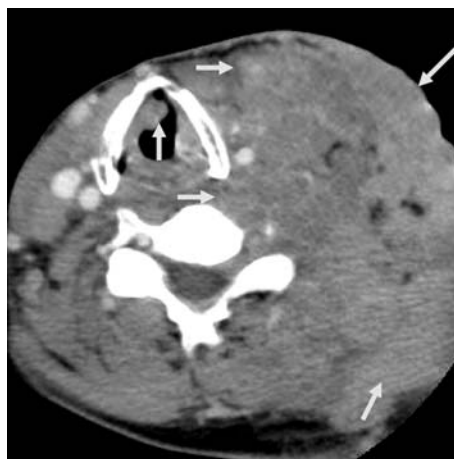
Пациент П., 48 лет. МСКТ шеи с внутривенным контрастированием. Срез на уровне складочного отдела гортани. Определяется преимущественно экзофитного характера роста опухоль правой голосовой складки. Массивное метастатическое поражение контралатеральных лимфатических узлов с формированием массивного конгломерата. Вовлечение в опухолевый инфильтрат левой общей сонной артерии, просвет которой сужен, левой внутренней яремной вены (просвет не визуализируется). Распространение процесса за пределы предпозвоночной фасции, вовлечение левой позвоночной артерии (просвет сужен), распространение через межпозвоночное отверстие на позвоночный канал. Опухоль и конгломераты пораженных лимфатических узлов показаны стрелками.
